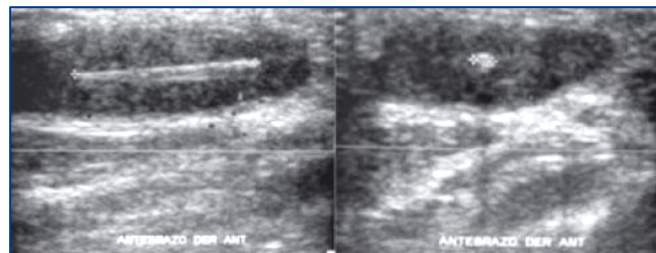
Ecografía de antebrazo. Imagen de cuerpo extraño (astilla) en el corte longitudinal y axial.
